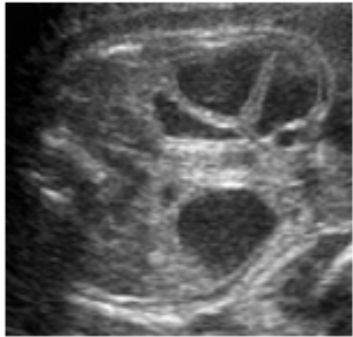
Typical ultrasound image of intra-abdominal bowel dilatation in a fetus with gastroschisis.
